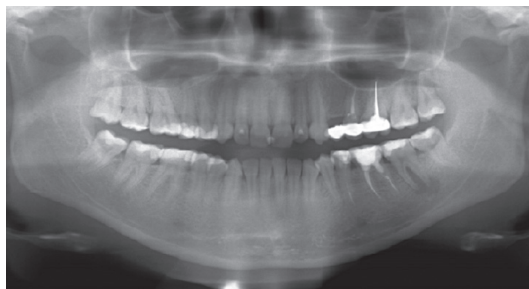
S-a efectuat ortopantomografia
